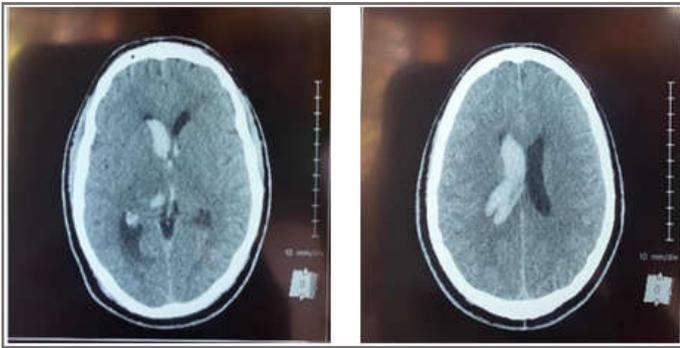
Coupe TDM axiale sans injection du produit de contraste chez un patient de 57 ans montrant une hyperdensité capsulo-lenticulo-thalamique droite, entourée d'un œdème péri lésionnel avec effet de masse sur le ventricule latéral homolatéral traduisant un hématome capsulo-lenticulo-thalamique droit.
